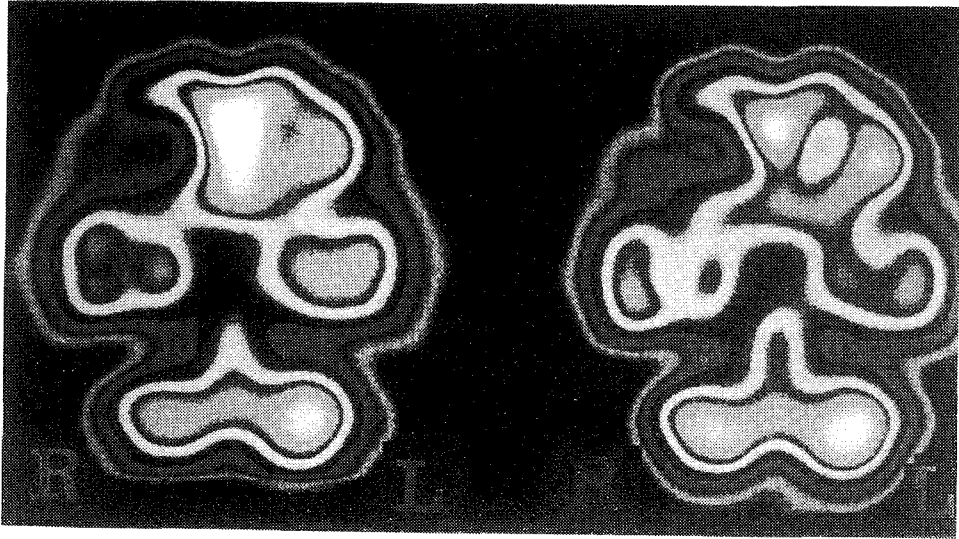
This transaxial view of technetium-99m HMPAO SPECT scan shows decreased rCBF in right frontal area(blue color).
